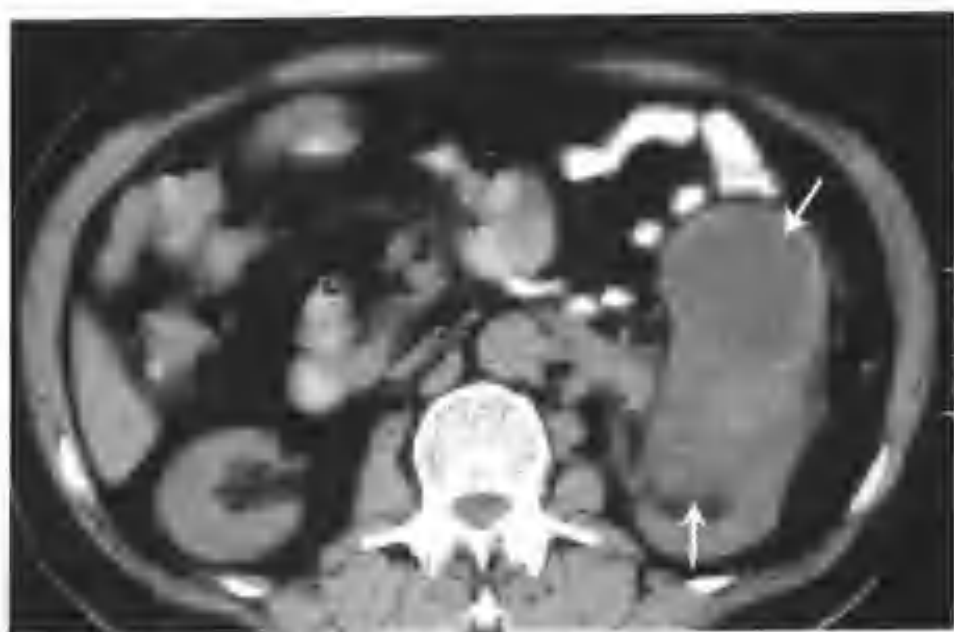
左肾透明细胞癌 (CT 平扫见左肾有一个 $8\text{ cm} \times 10\text{ cm} \times 10\text{ cm}$ 的混杂密度肿块 (箭头))
